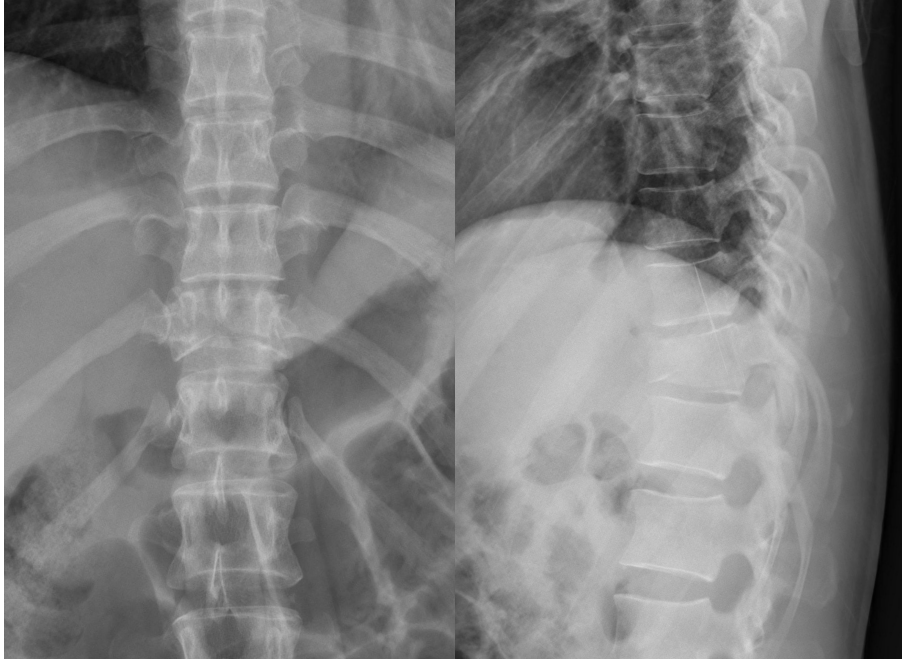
X-ray reveals wide gap between T11 and T12 spinous processes, and T11 spinous process fractures in the AP & lateral views.
